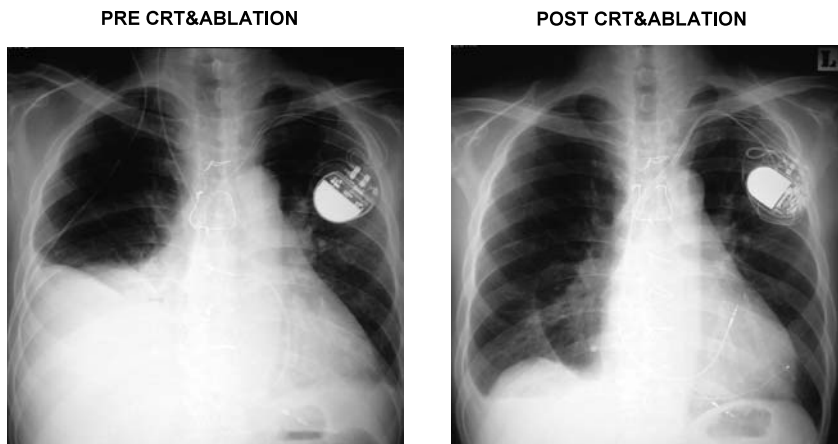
症例2のCRT前後の胸部X線写真(入院時, 術後第4日)
